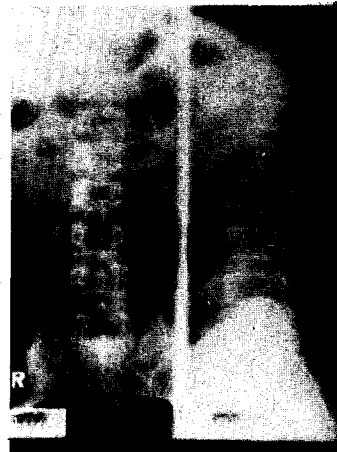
Postoperative roentgenogram of the case 1.
